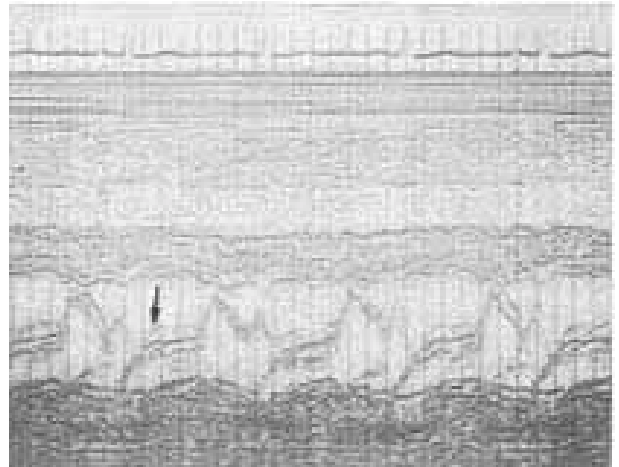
Cardiomiopatia hipertrófica com obstrução subaórtica. Ecocardiograma do paciente 27, cujo estudo hemodinâmico mostrou gradiente subaórtico basal. Observa-se grande aumento da espessura septal (1,6 cm) com hipertrofia septal assimétrica (EDS/EDP = 1,60). A seta aponta o movimento anterior sistólico atípico e a câmara de saída do VE é reduzida mesmo ao nível dos folhetos mitrais.
